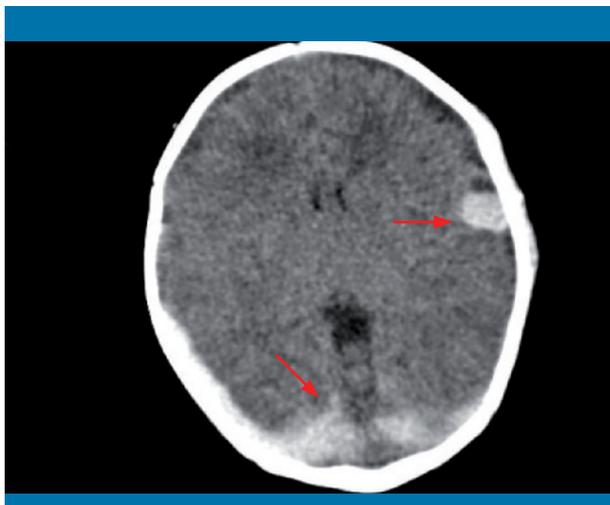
Tomografía computarizada craneal
